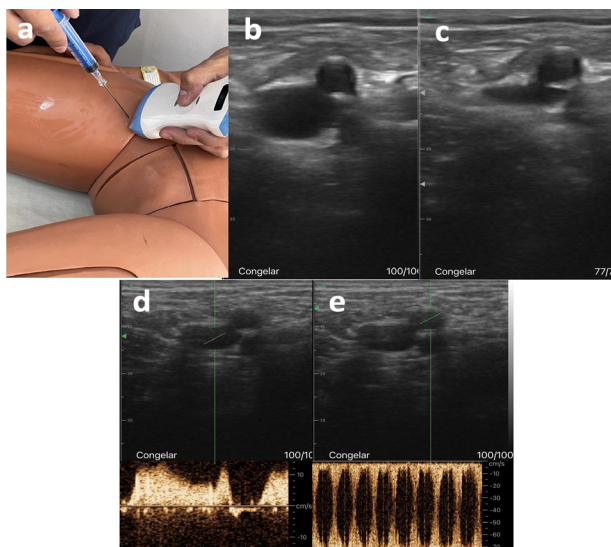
Cateterización femoral guiada por ultrasonido en plano transversal. *Nota.*
